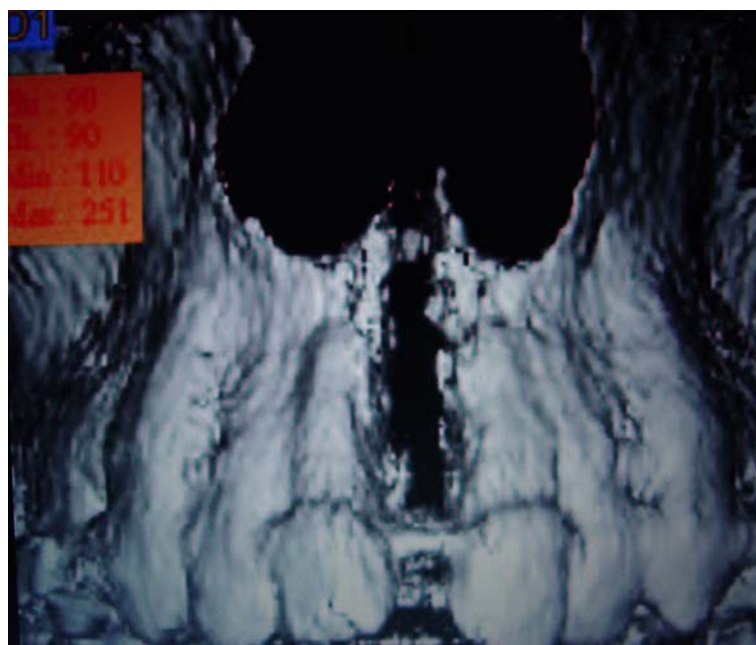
Tomografia computadorizada 3D da maxila com vista anterior
